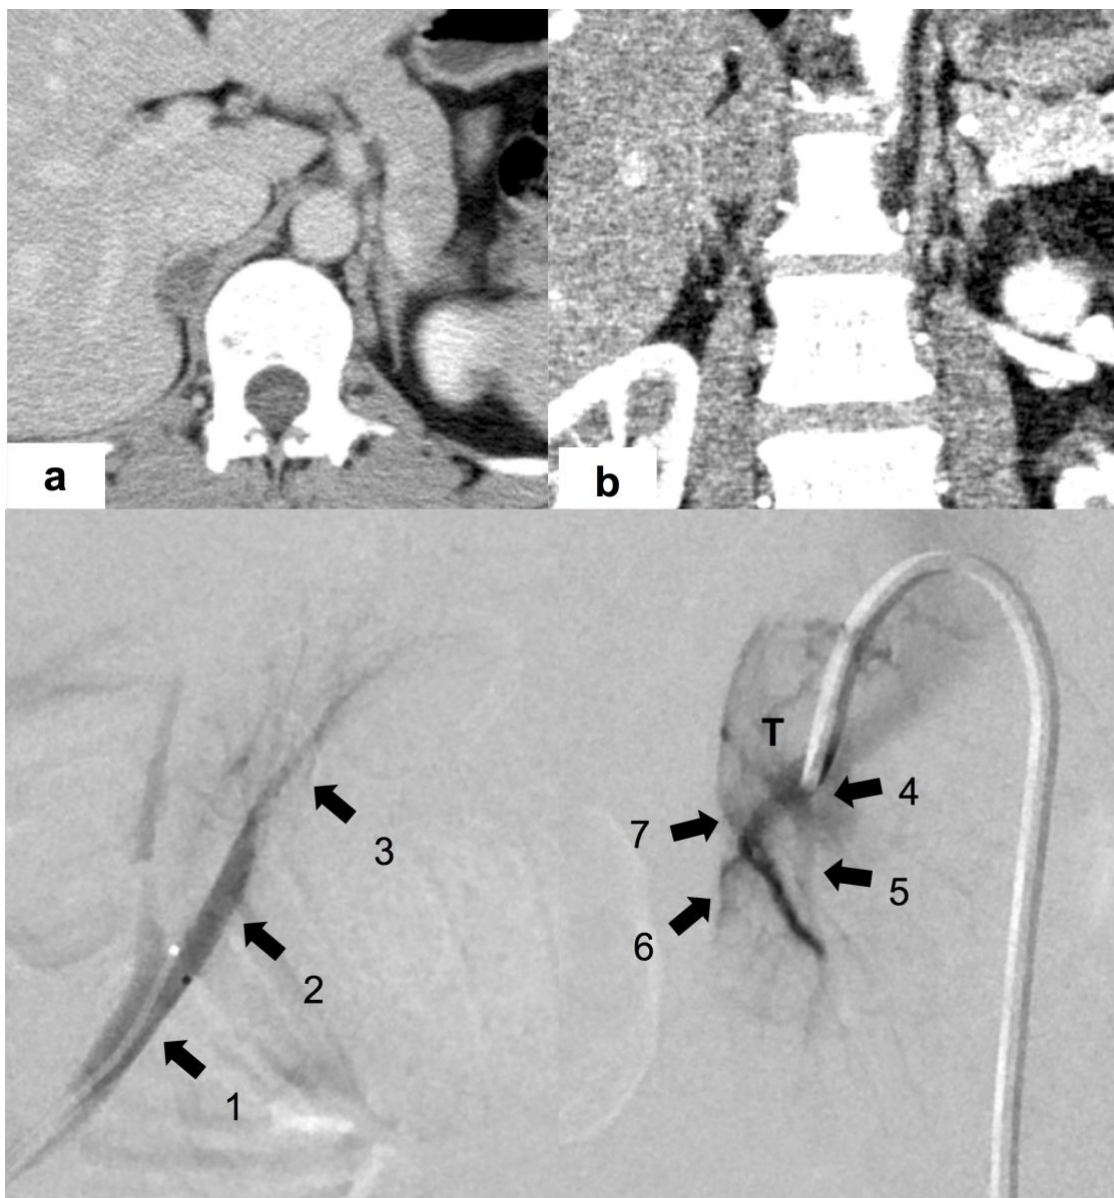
症例 9 の術前造影 CT と 1 回目 sAVS の血管撮影画像
